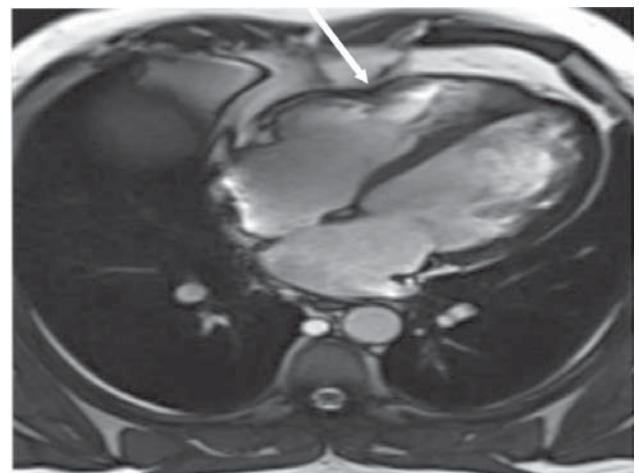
«Кино-режим» магнитно-резонансной томографии сердца в четырехкамерной плоскости; участки дискинеза передней стенки правого желудочка (отмечены стрелкой).
